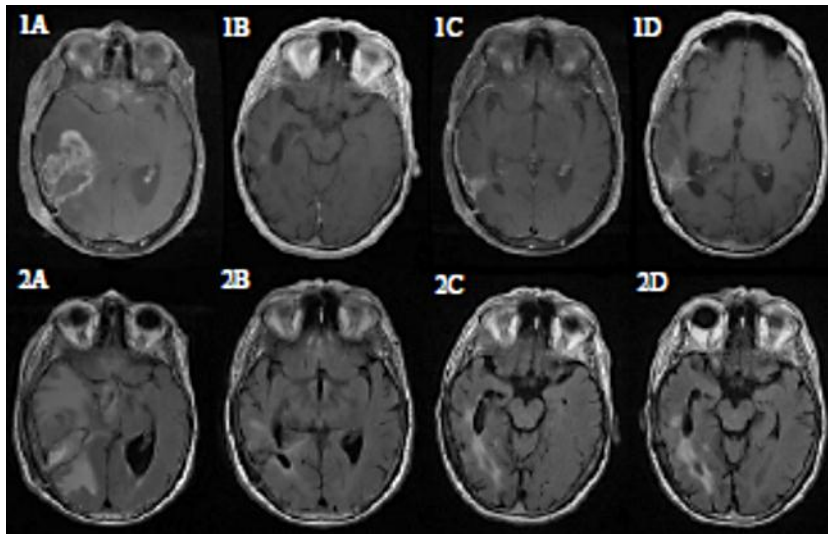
MRI of patient 1F, who had hemiplegia at diagnosis. Upper panel = T₁ + gadolinium. Lower panel = T₂ FLAIR. 1A, 2A = Before treatment. 1B, 2B = After neoadjuvant bevacizumab and temozolomide. 1C, 2C = 2 months after the end of radiotherapy. 1D, 2D = 12 months after the end of radiotherapy (whereas the neurological examination remained normal).
